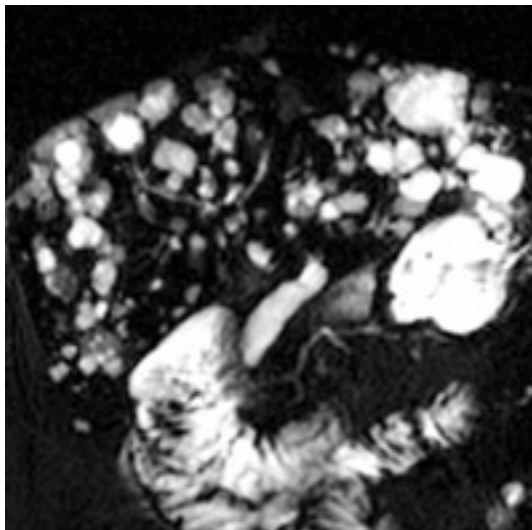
CP-IRM : polikystose hépatique, (séquence SS-FSE, coupe frontale de 20 mm d'épaisseur, TE eff 800 msec).
